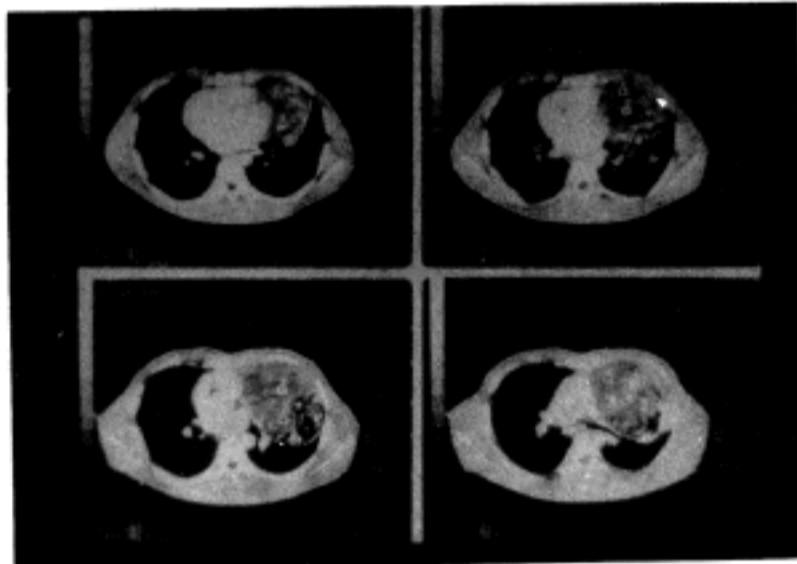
Chest CT scan shows left anterior mediastinal mass with multiple calcification.
